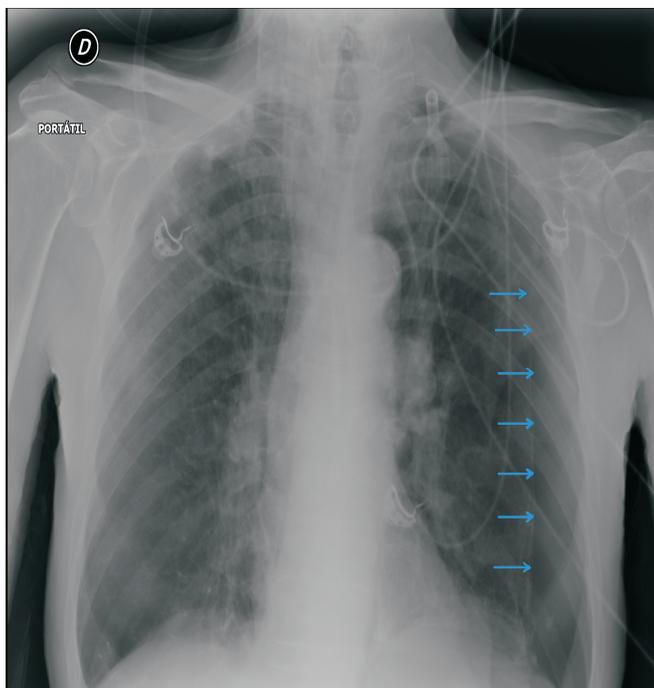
Se puede observar el neumotórax izquierdo en la radiografía del ingreso. Las flechas indican la línea del neumotórax.
